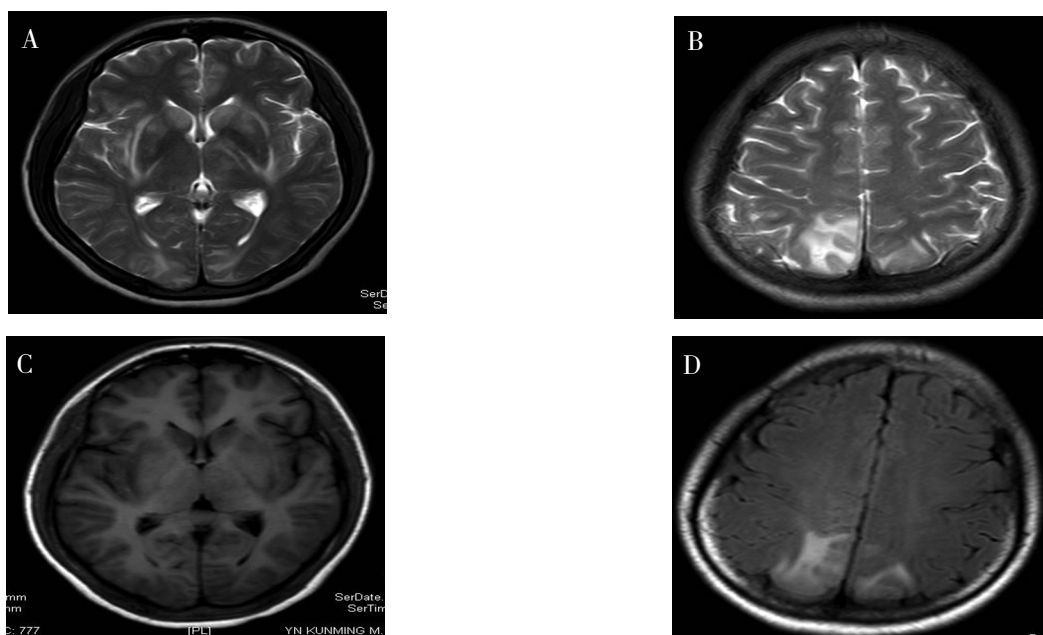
子痫合并 PRES 的典型 MRI 影像学表现
